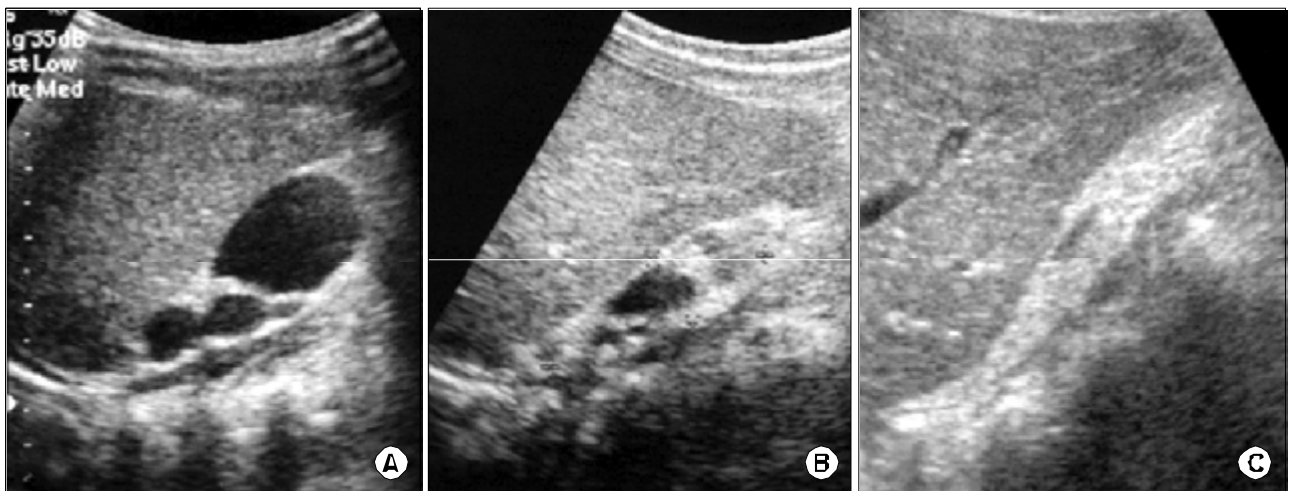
Serial ultrasonography examinations show that affected kidney shows involution with time. (A) at diagnosis, (B) 6 months later, (C) 18 months later.
